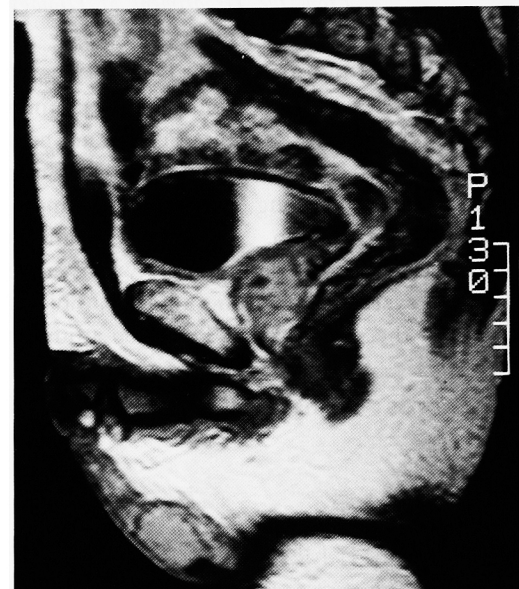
Dynamic MRI (T1 weighted image) after neo-adjuvant systemic chemotherapy.
